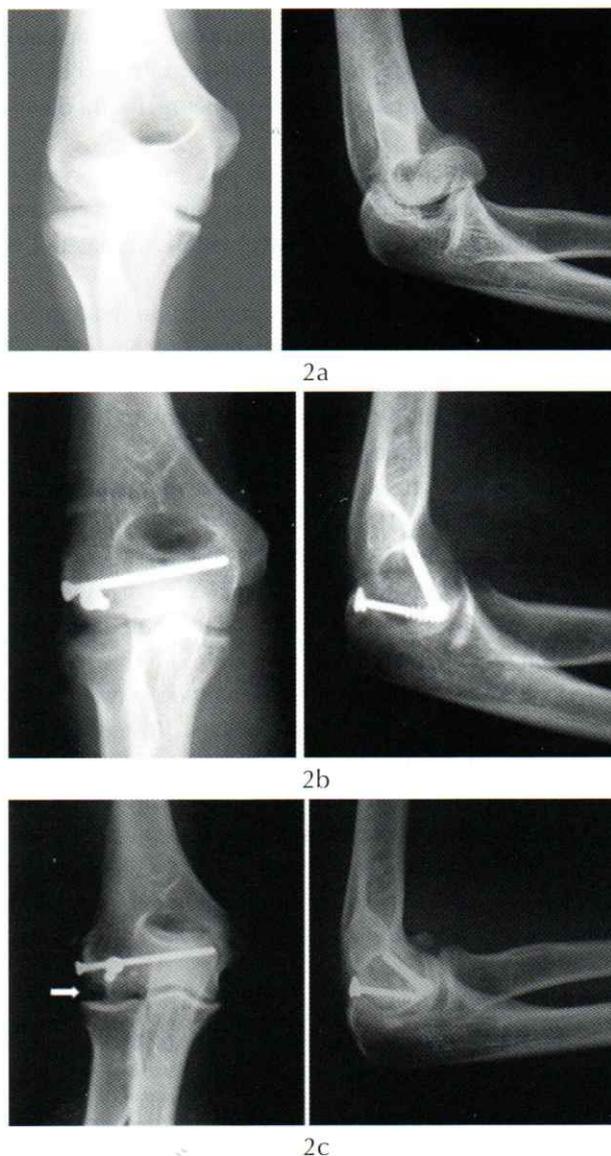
2a) Fracture de Hahn-Steintal ; 2b) Consolidation à 6 semaines 2c) Radiographie à 64 mois de recul montrant une nécrose du capitellum
